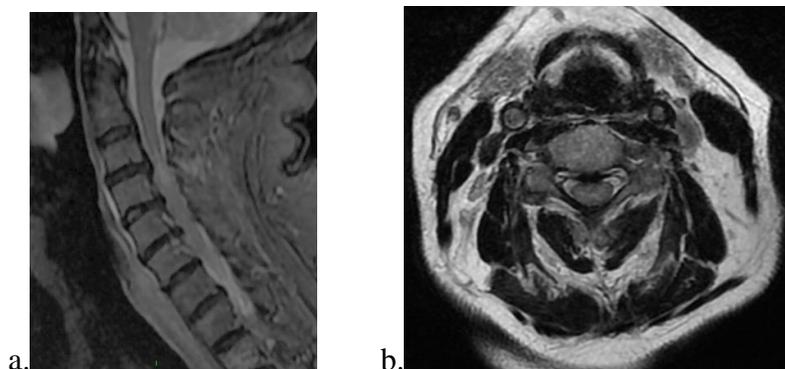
IRM cervicale : coupes sagittale (a) et axiale (b) : hypersignal centromédullaire étendu sur 9 mm de C2 à C5 avec effacement quasi-totale des espaces péri médullaires de sécurité.
